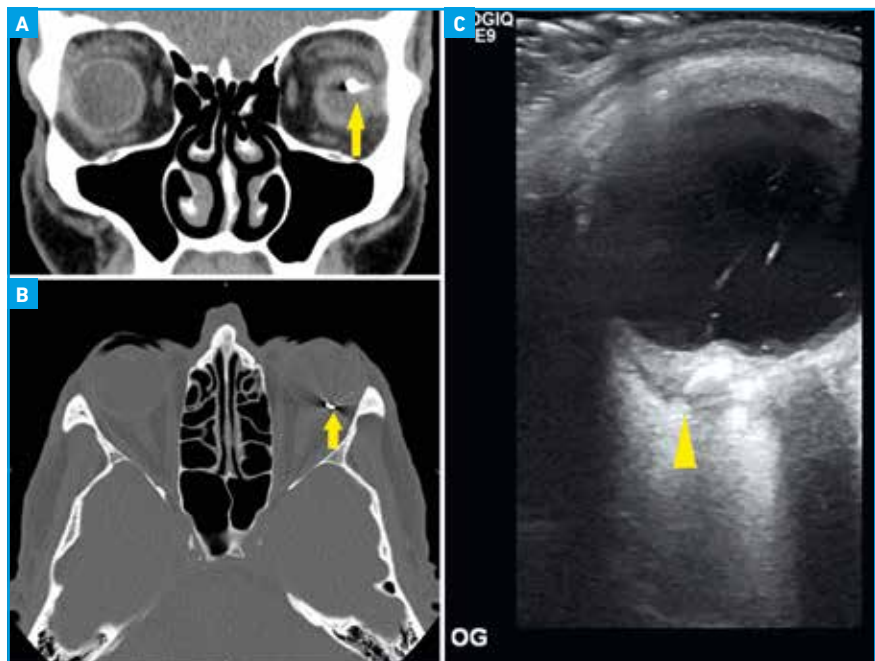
Coupe coronale au scanner montrant le CEIO. B : scanner en fenêtre osseuse montrant le CEIO fortement opaque (métal). C : échographie mode B montrant le CEIO fiché dans la paroi du globe, son cône d'ombre postérieur est caractéristique du contenu métallique.
